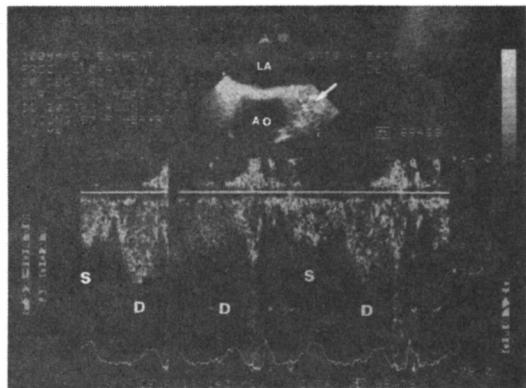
Doppler-derived flow velocity pattern of the proximal left anterior descending artery (LAD). Sample volume(arrows) was set in the center of LAD. Small late systolic components (S) which were relatively symmetric, large diastolic flow signal(D) that reached a peak velocity shortly after the onset of diastole and then plunged relatively slowly toward zero with the onset of the systole. AO=aorta ; LA=left atrium.
